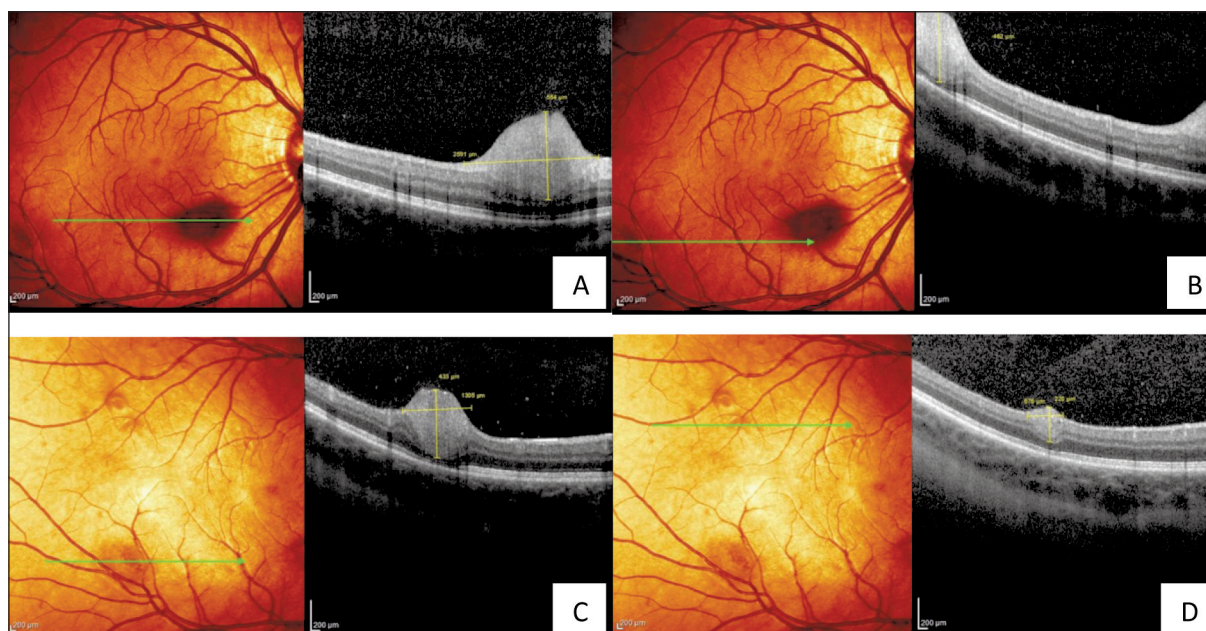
Оптическая когерентная томография сетчатки правого глаза у пациентки, 19 лет, с туберозным склерозом: А, В, С, D – множественные, вариабельных размеров гамартомы (факомы) сетчатки
